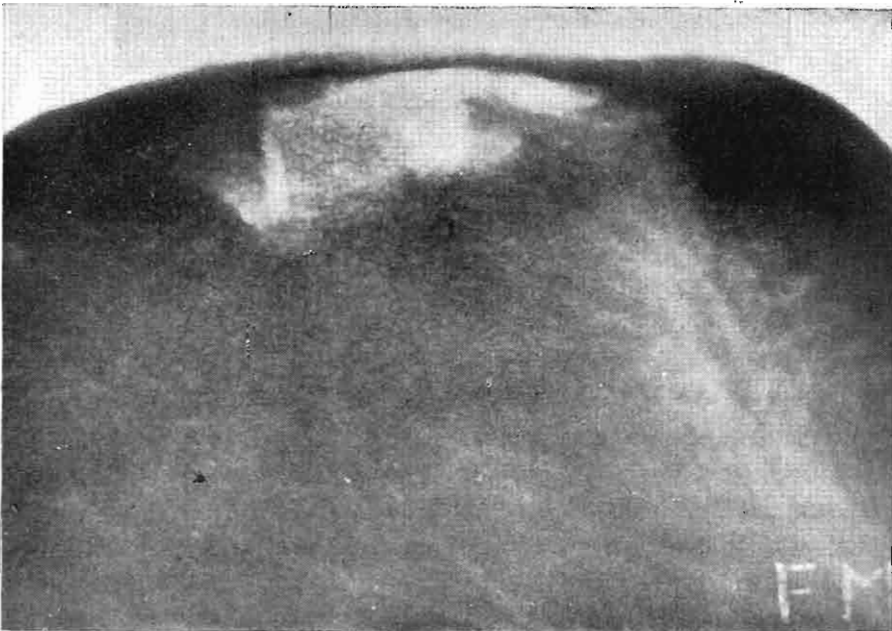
RADIOGRAFIA DE PERFIL DEL CRANEO N° 15. Obsérvese encima del defecto óseo la melladura del hueso a semejanza de "dientes de peine". No se observa tampoco caracteres de daño óseo.
